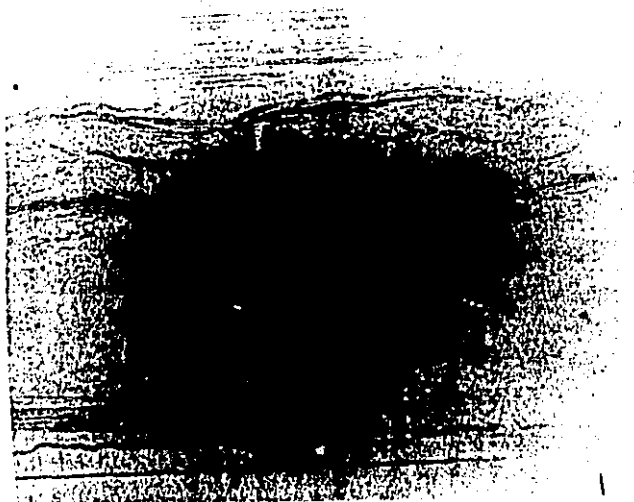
# 16. Ecocardiograma modo M a nivel de aurícula izquierda - muestra crecimiento auricular izquierdo importante.
